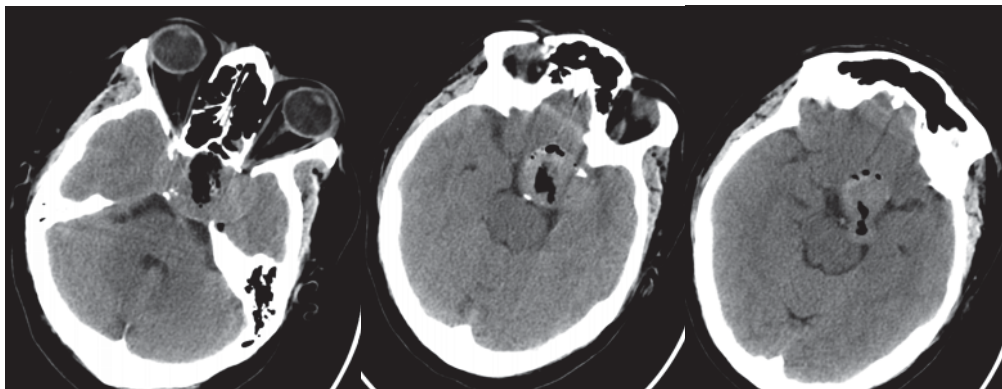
Послеоперационная КТ. Гиперденсные участки в кавернозных синусах с обеих сторон. Остатки опухоли? Гемостатический материал?
